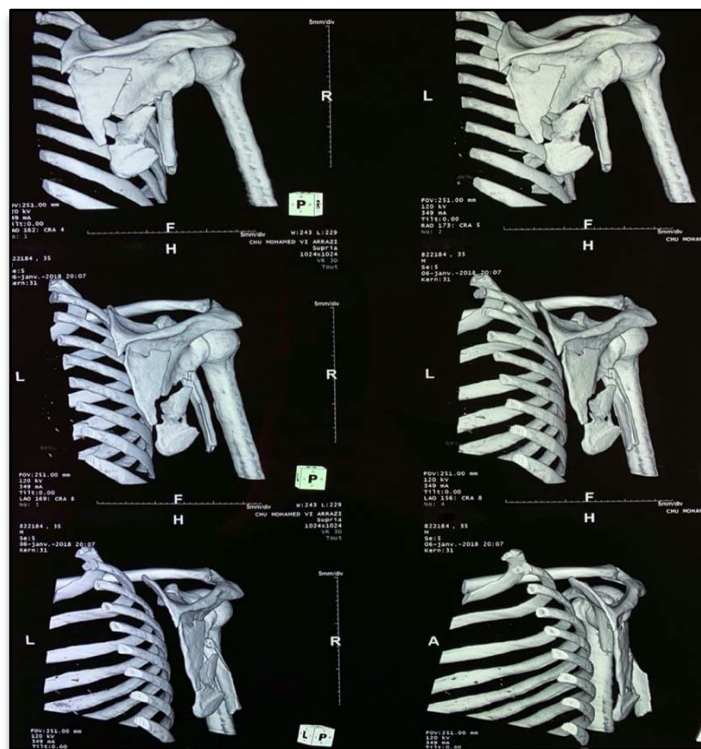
TDM de l'épaule à reconstruction 3D : Fracture du corps de l'omoplate
